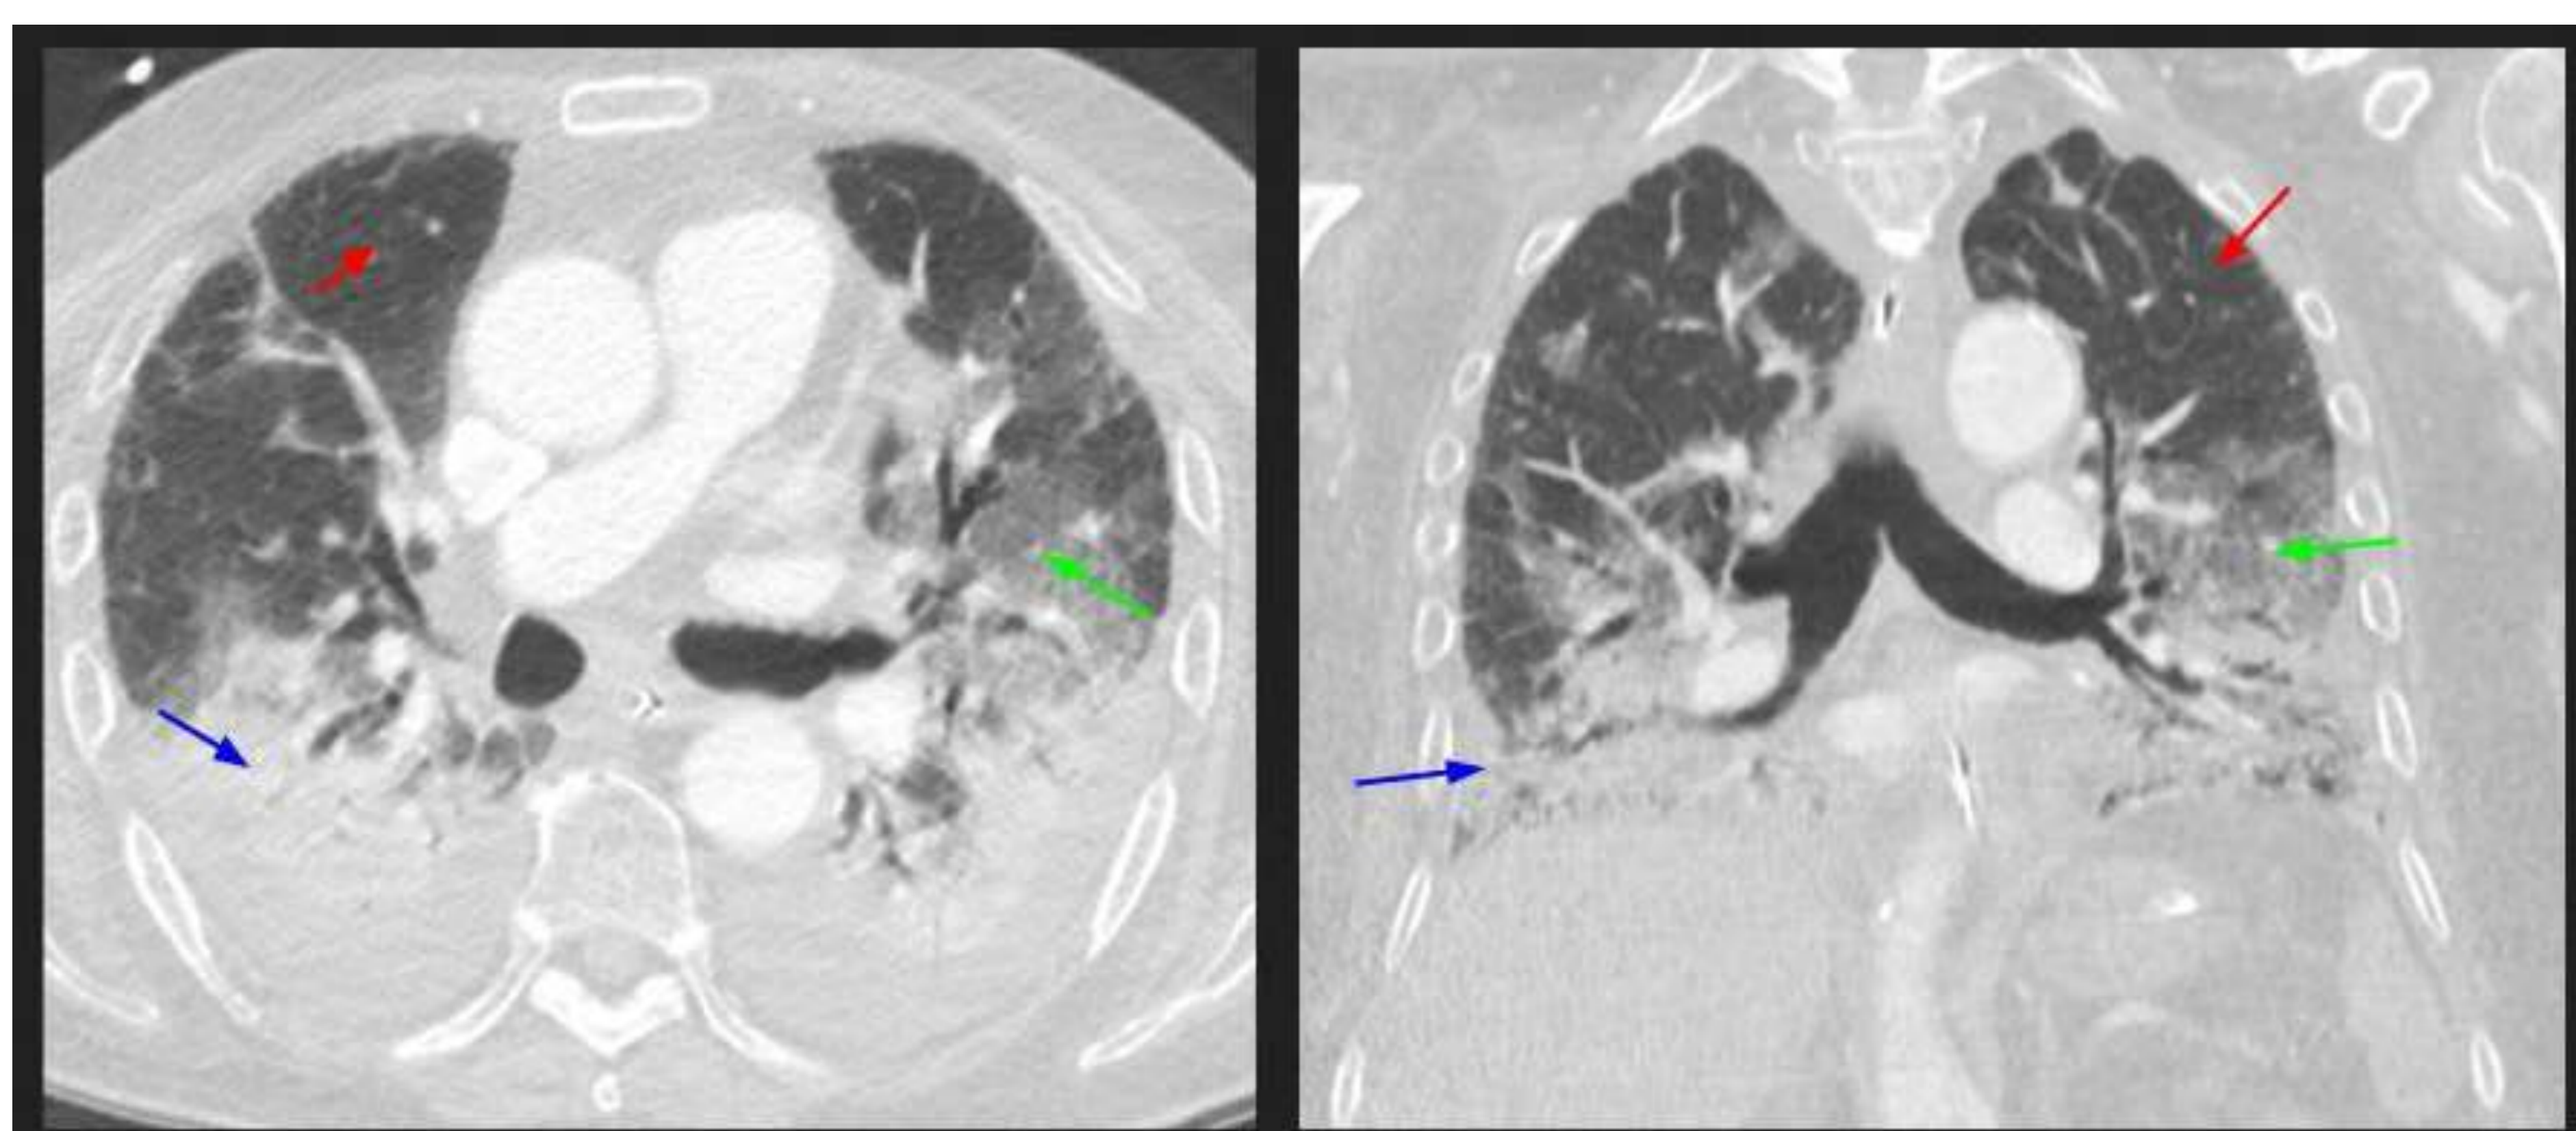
Las dos imágenes TC muestran opacidades heterogéneas bilaterales, con consolidaciones en áreas no dependientes (↘), opacidades en vidrio esmerilado en el pulmón no dependiente (↘) y áreas de parénquima preservado (↗)
